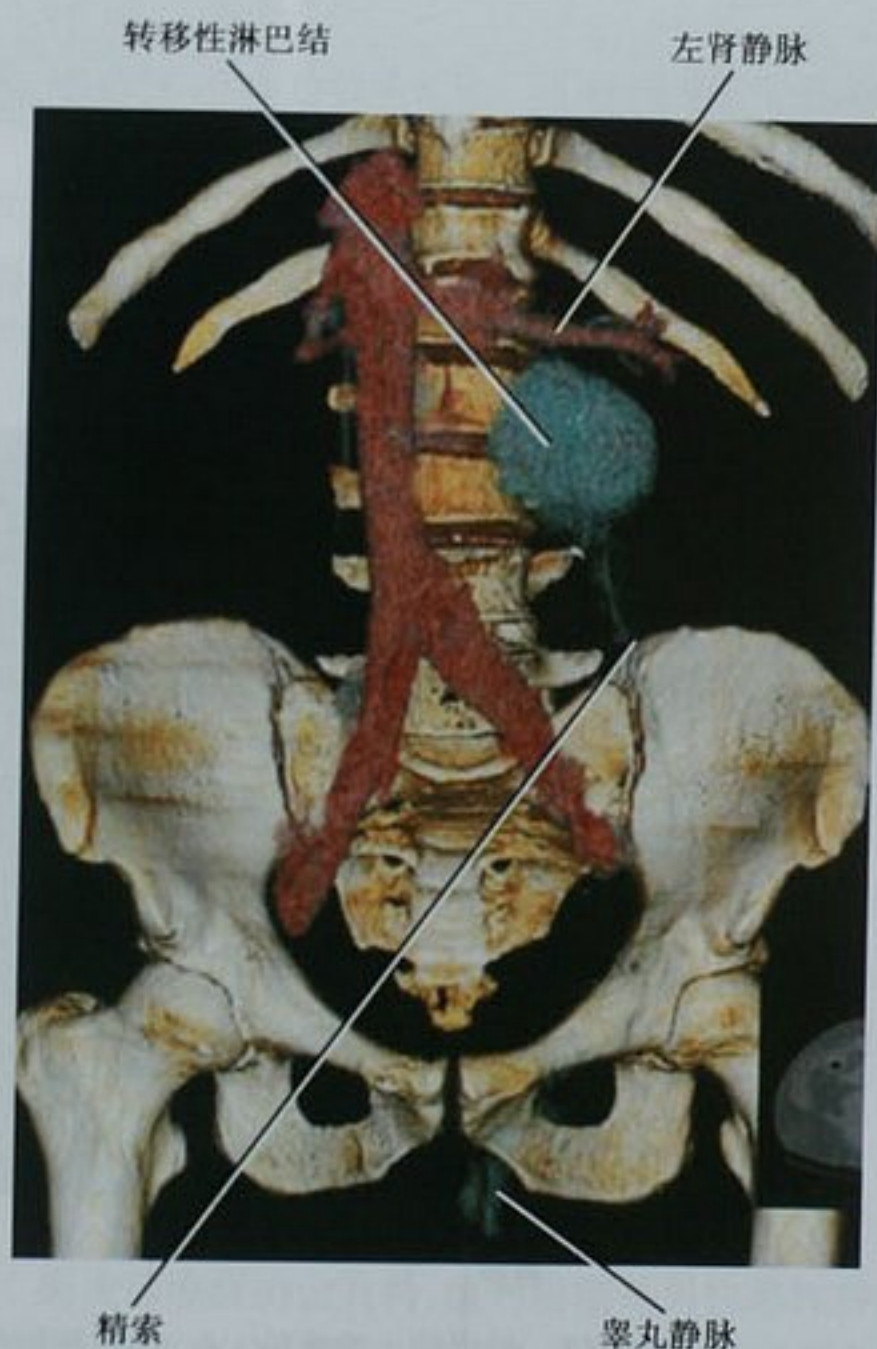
左侧睾丸生殖细胞瘤伴腹膜后淋巴结转移患者,行多排螺旋 CT 检查及三维容积重建。该图像显示了典型的淋巴结扩散方式,即转移至左侧睾丸静脉汇入左肾静脉附近的淋巴结
